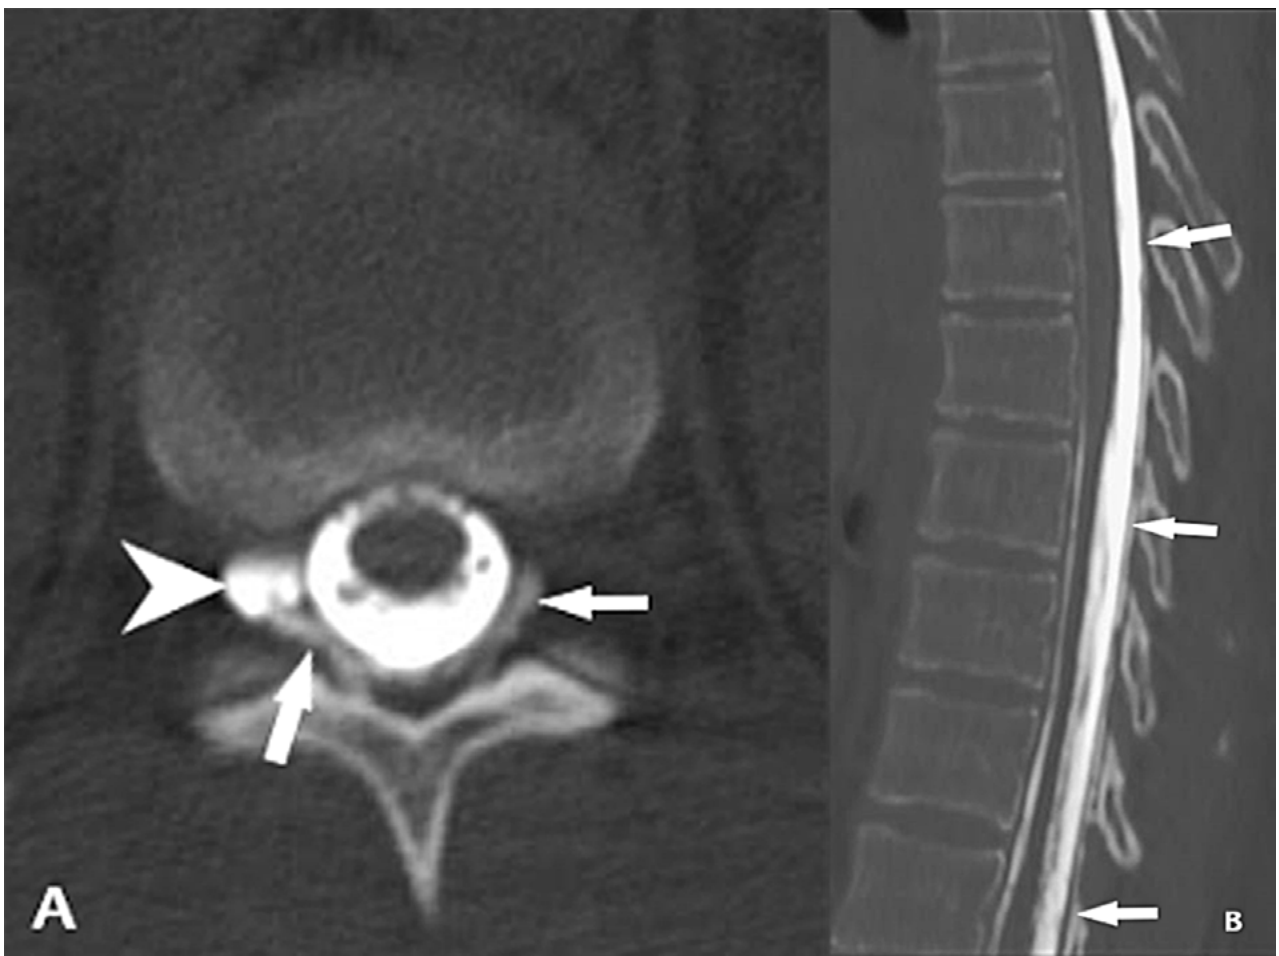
Mielo-TC. A) Corte axial a nivel T12/L1 que muestra el llenado del quiste radicular derecho (punta de flecha) y la salida del medio de contraste al espacio extradural (flechas). B) Reconstrucción sagital de la columna dorsal que muestra el ascenso del medio de contraste por fuera de la duramadre dorsal hasta el nivel T7 (flechas).
